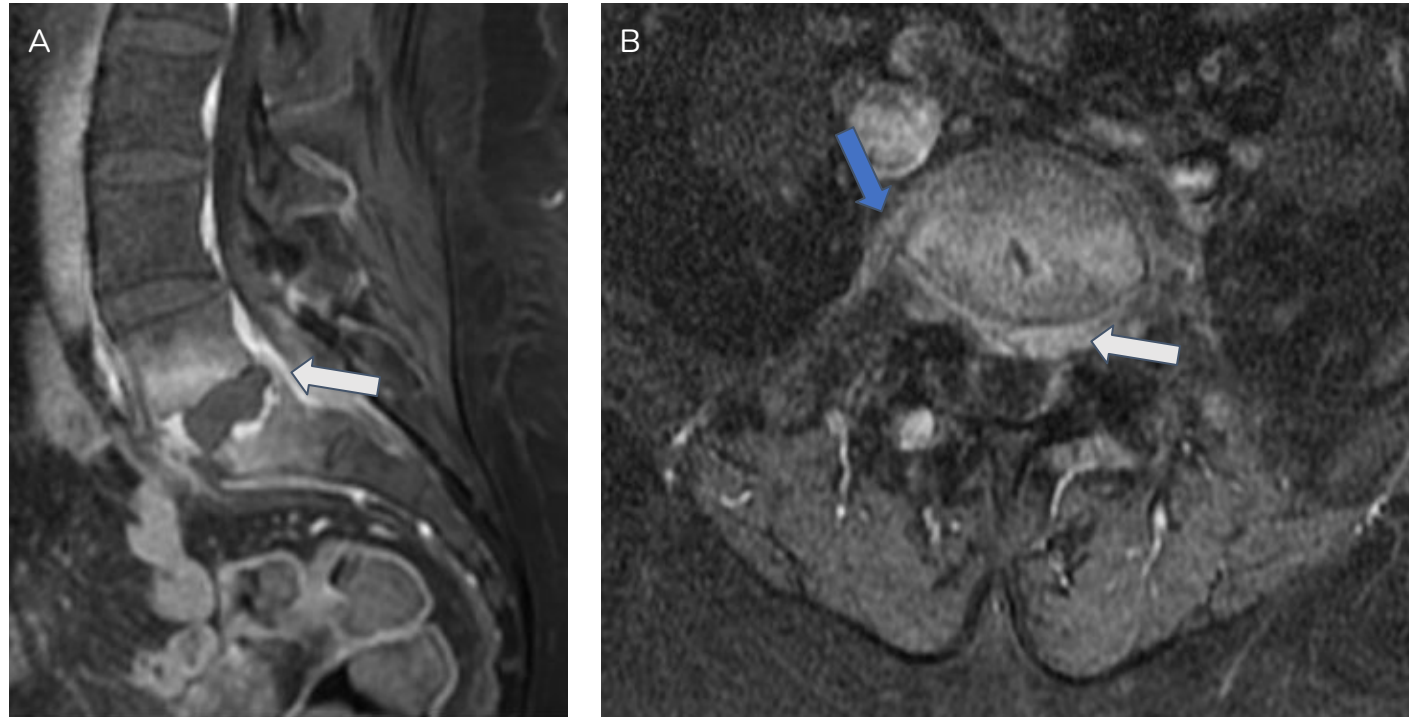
Corte sagital (a) y axial (b) de RM de columna lumbo-sacra, secuencia T1 con contraste. Espondilodiscitis L5-S1 con realce de los cuerpos vertebrales, pero no del disco intervertebral, tras la administración de contraste IV. Asocia pequeño absceso epidural anterior (flecha blanca) de aproximadamente 5 mm de espesor entre L5 y S1, que condiciona ocupación de recesos laterales con compresión de ambas raíces de S1. Se visualizan asimismo cambios inflamatorios locorreregionales con leve engrosamiento de los tejidos prevertebrales, sin observar colecciones definidas (flecha azul).
